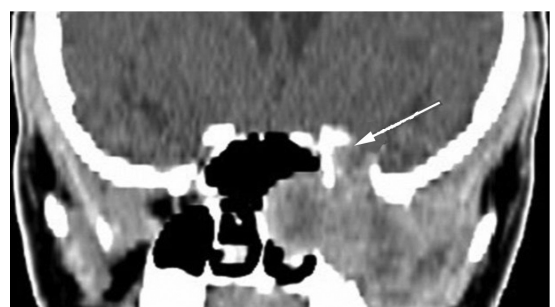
Хворий С., 15 р. КТ ангіофіброми крилоподібно-щелепного типу.
